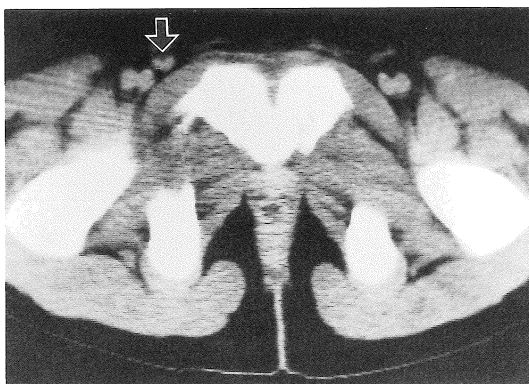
False positive case (case 16, right side, agenesis). The right inguinal lymph node (arrow) was taken as the testis on CT.
